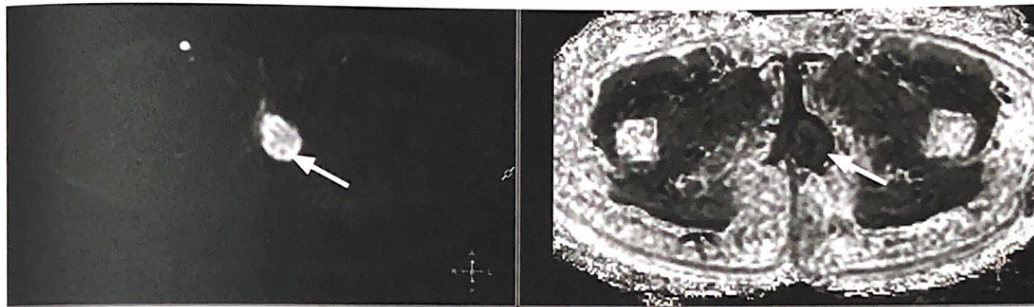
На диффузионно-взвешенных изображениях с фактором взвешенности  $b = 800$  имеется ограничение диффузии, что соответствует участку гипоинтенсивного сигнала на ADC-карте — истинное ограничение диффузии за счет повышения клеточности
